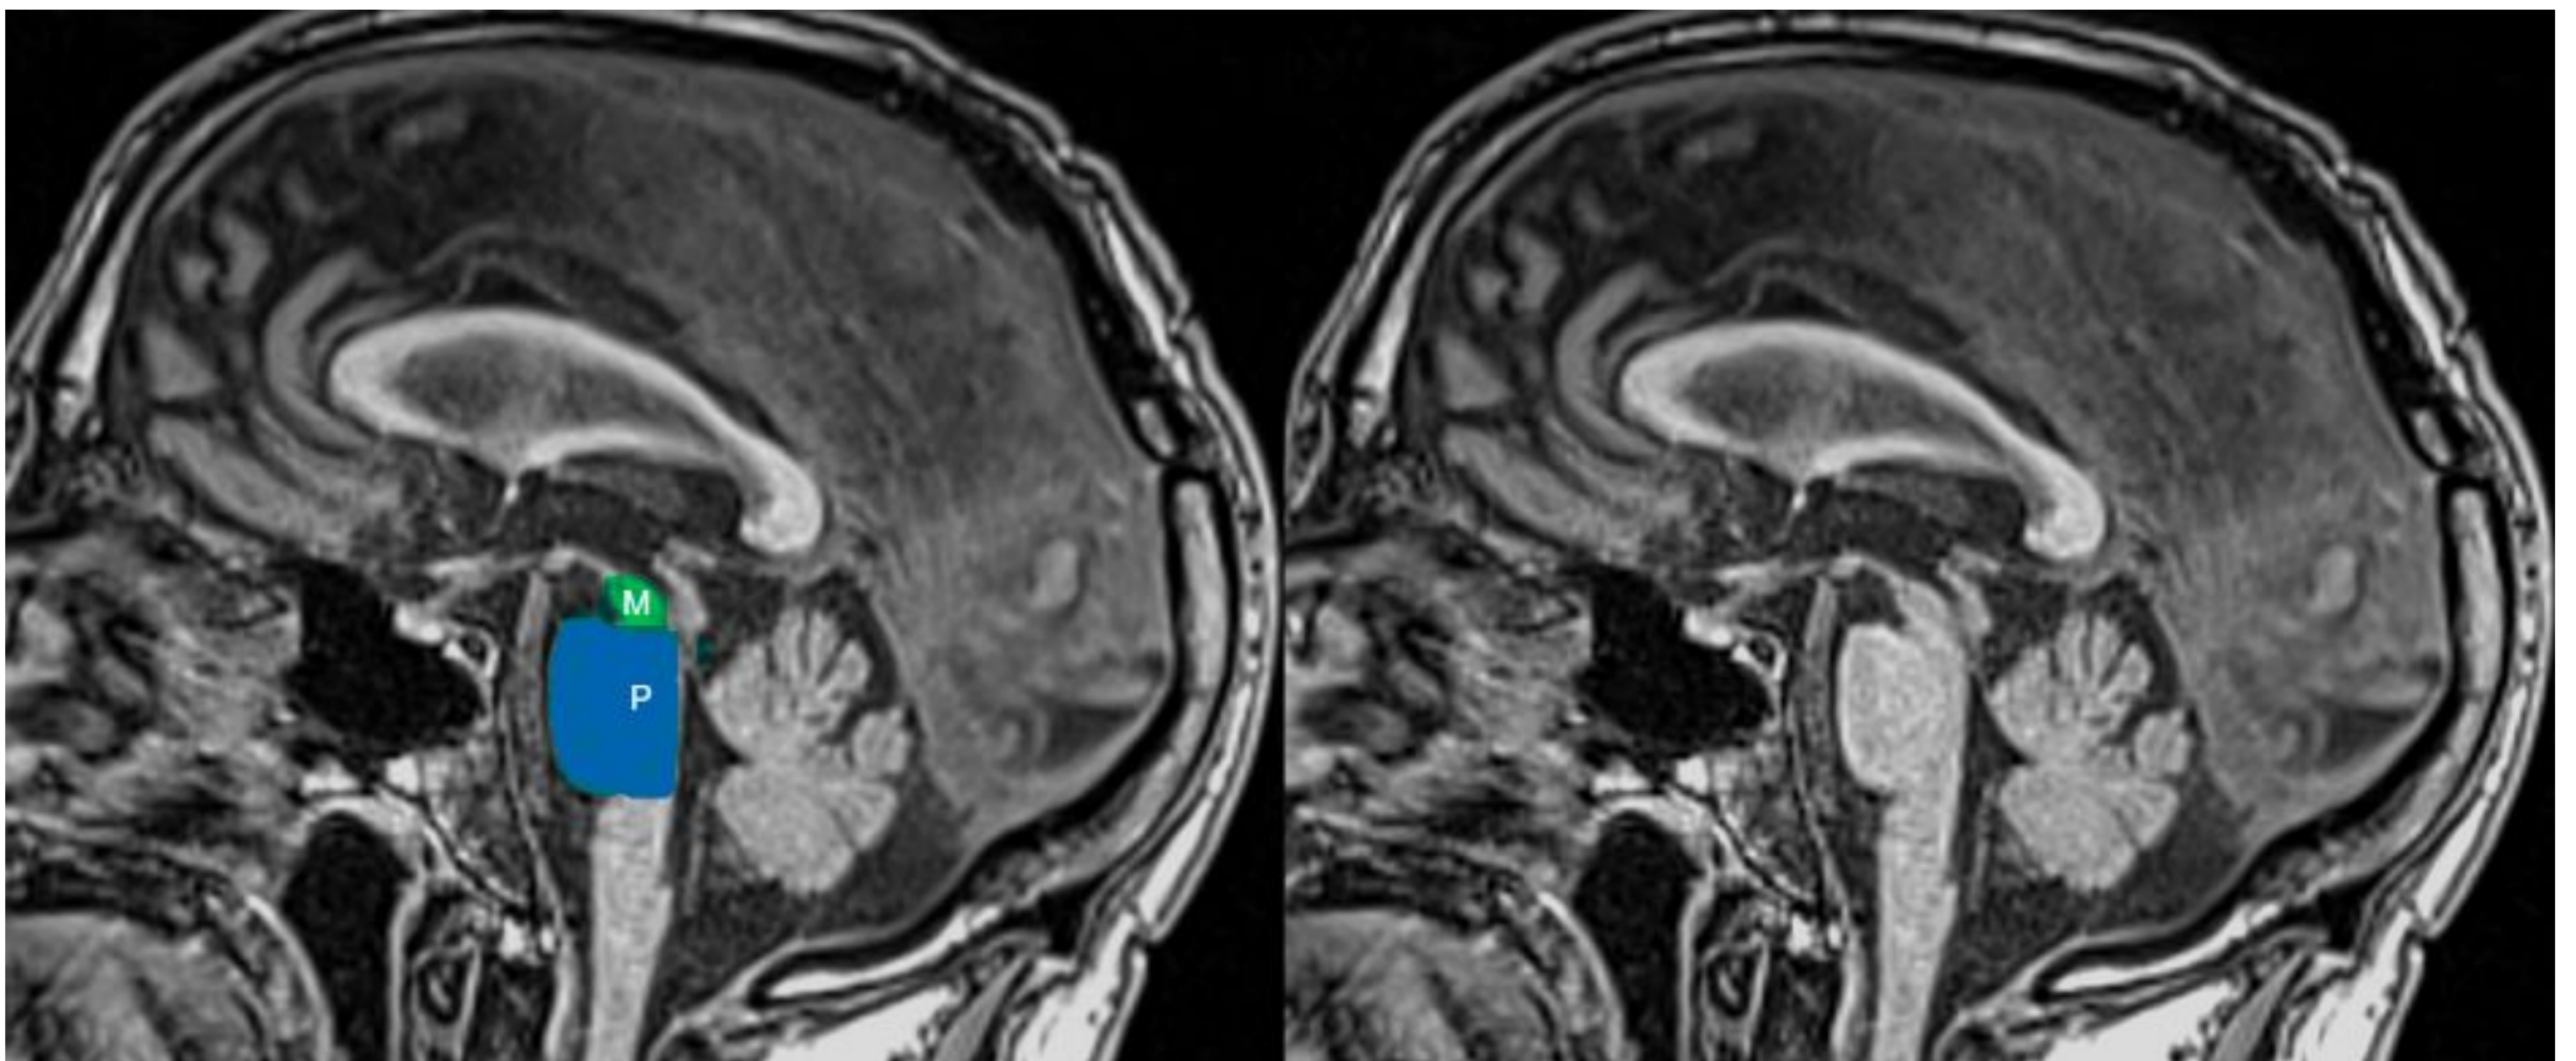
Paciente de 75 años con Parálisi supranuclear progresiva. La imagen sagital 3D T1 MPRAGE muestra atrofia del mesencéfalo (M) con morfología típica de colibrí con protuberancia (P) preservada. El índice de parkinsonismo por resonancia magnética (MPRI) se calcula multiplicando la relación entre el área del puente (P) respecto la del mesencéfalo (M) por la relación entre el ancho del pedúnculo cerebeloso medio (MCP) respecto el ancho del pedúnculo cerebeloso superior (SCP): $(P/M) \cdot (MCP/SCP)$ es patológico si es > 13.55 . Este paciente tuvo un MPRI alto de 15.
